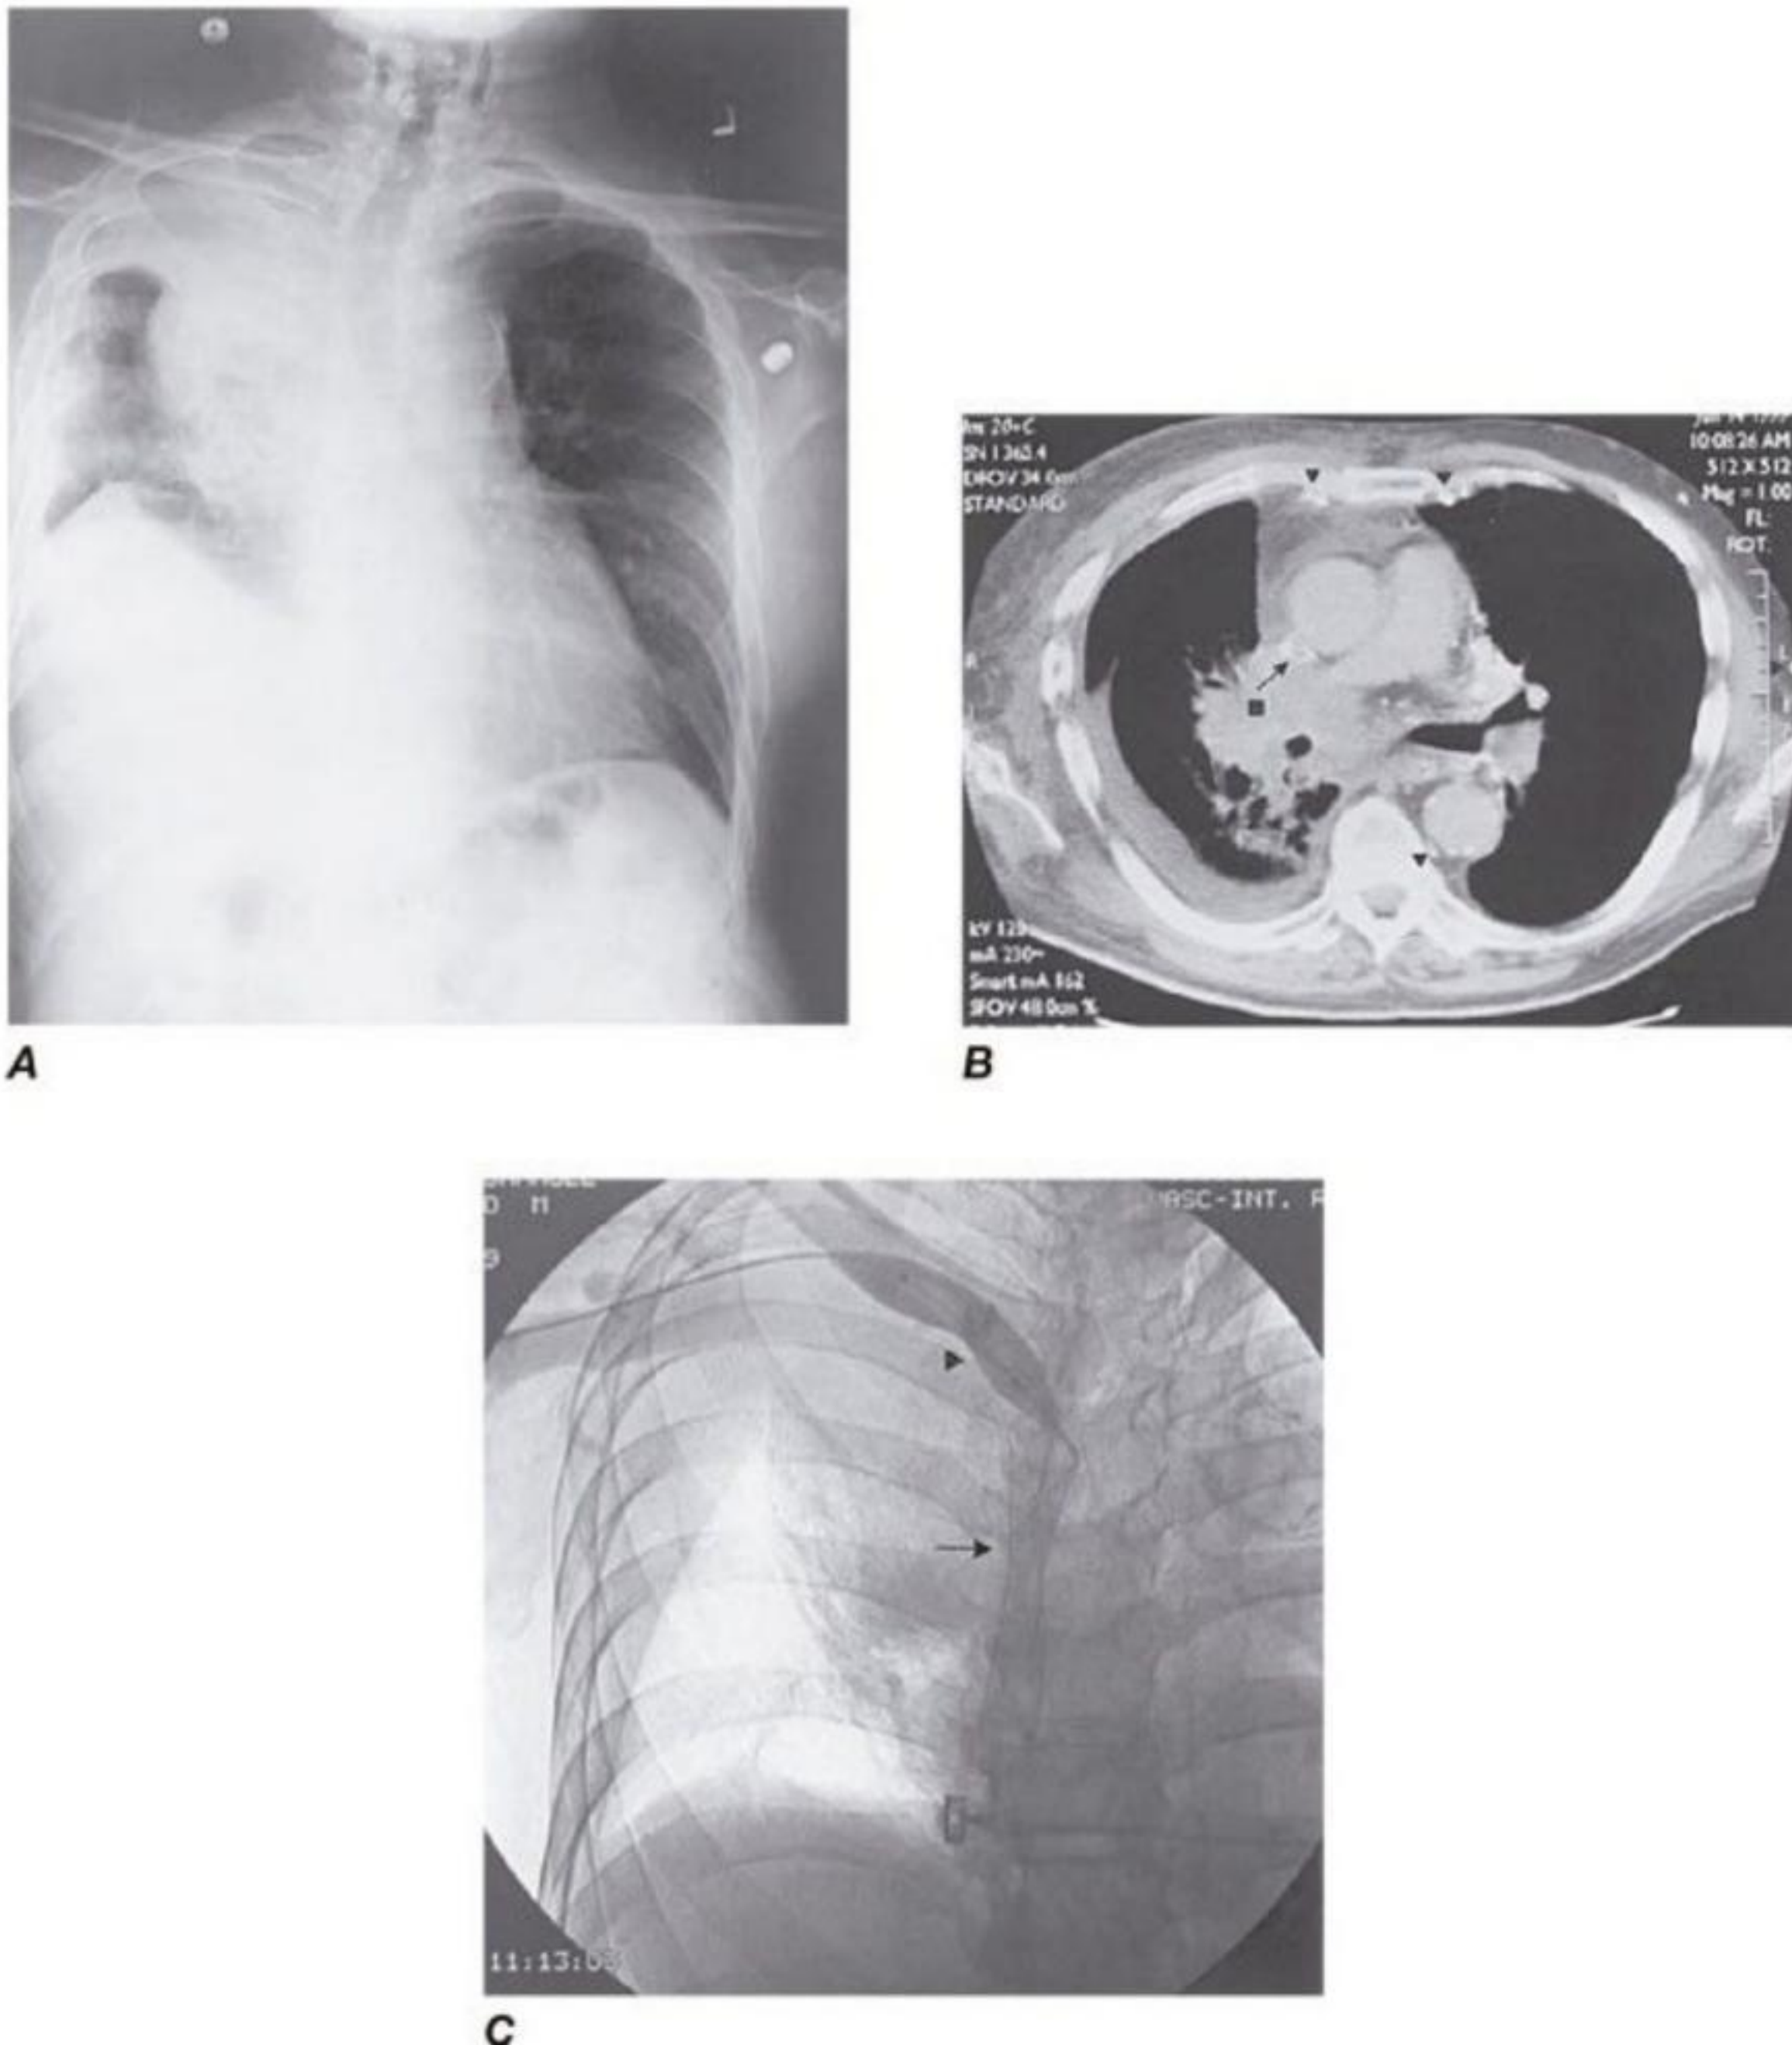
Síndrome da veia cava superior (SVCS). A. Radiografias de tórax de um homem de 59 anos com SVCS causada por neoplasia pulmonar não pequenas células mostrando uma massa paratraqueal à direita com derrame pleural à direita. B. Tomografia
